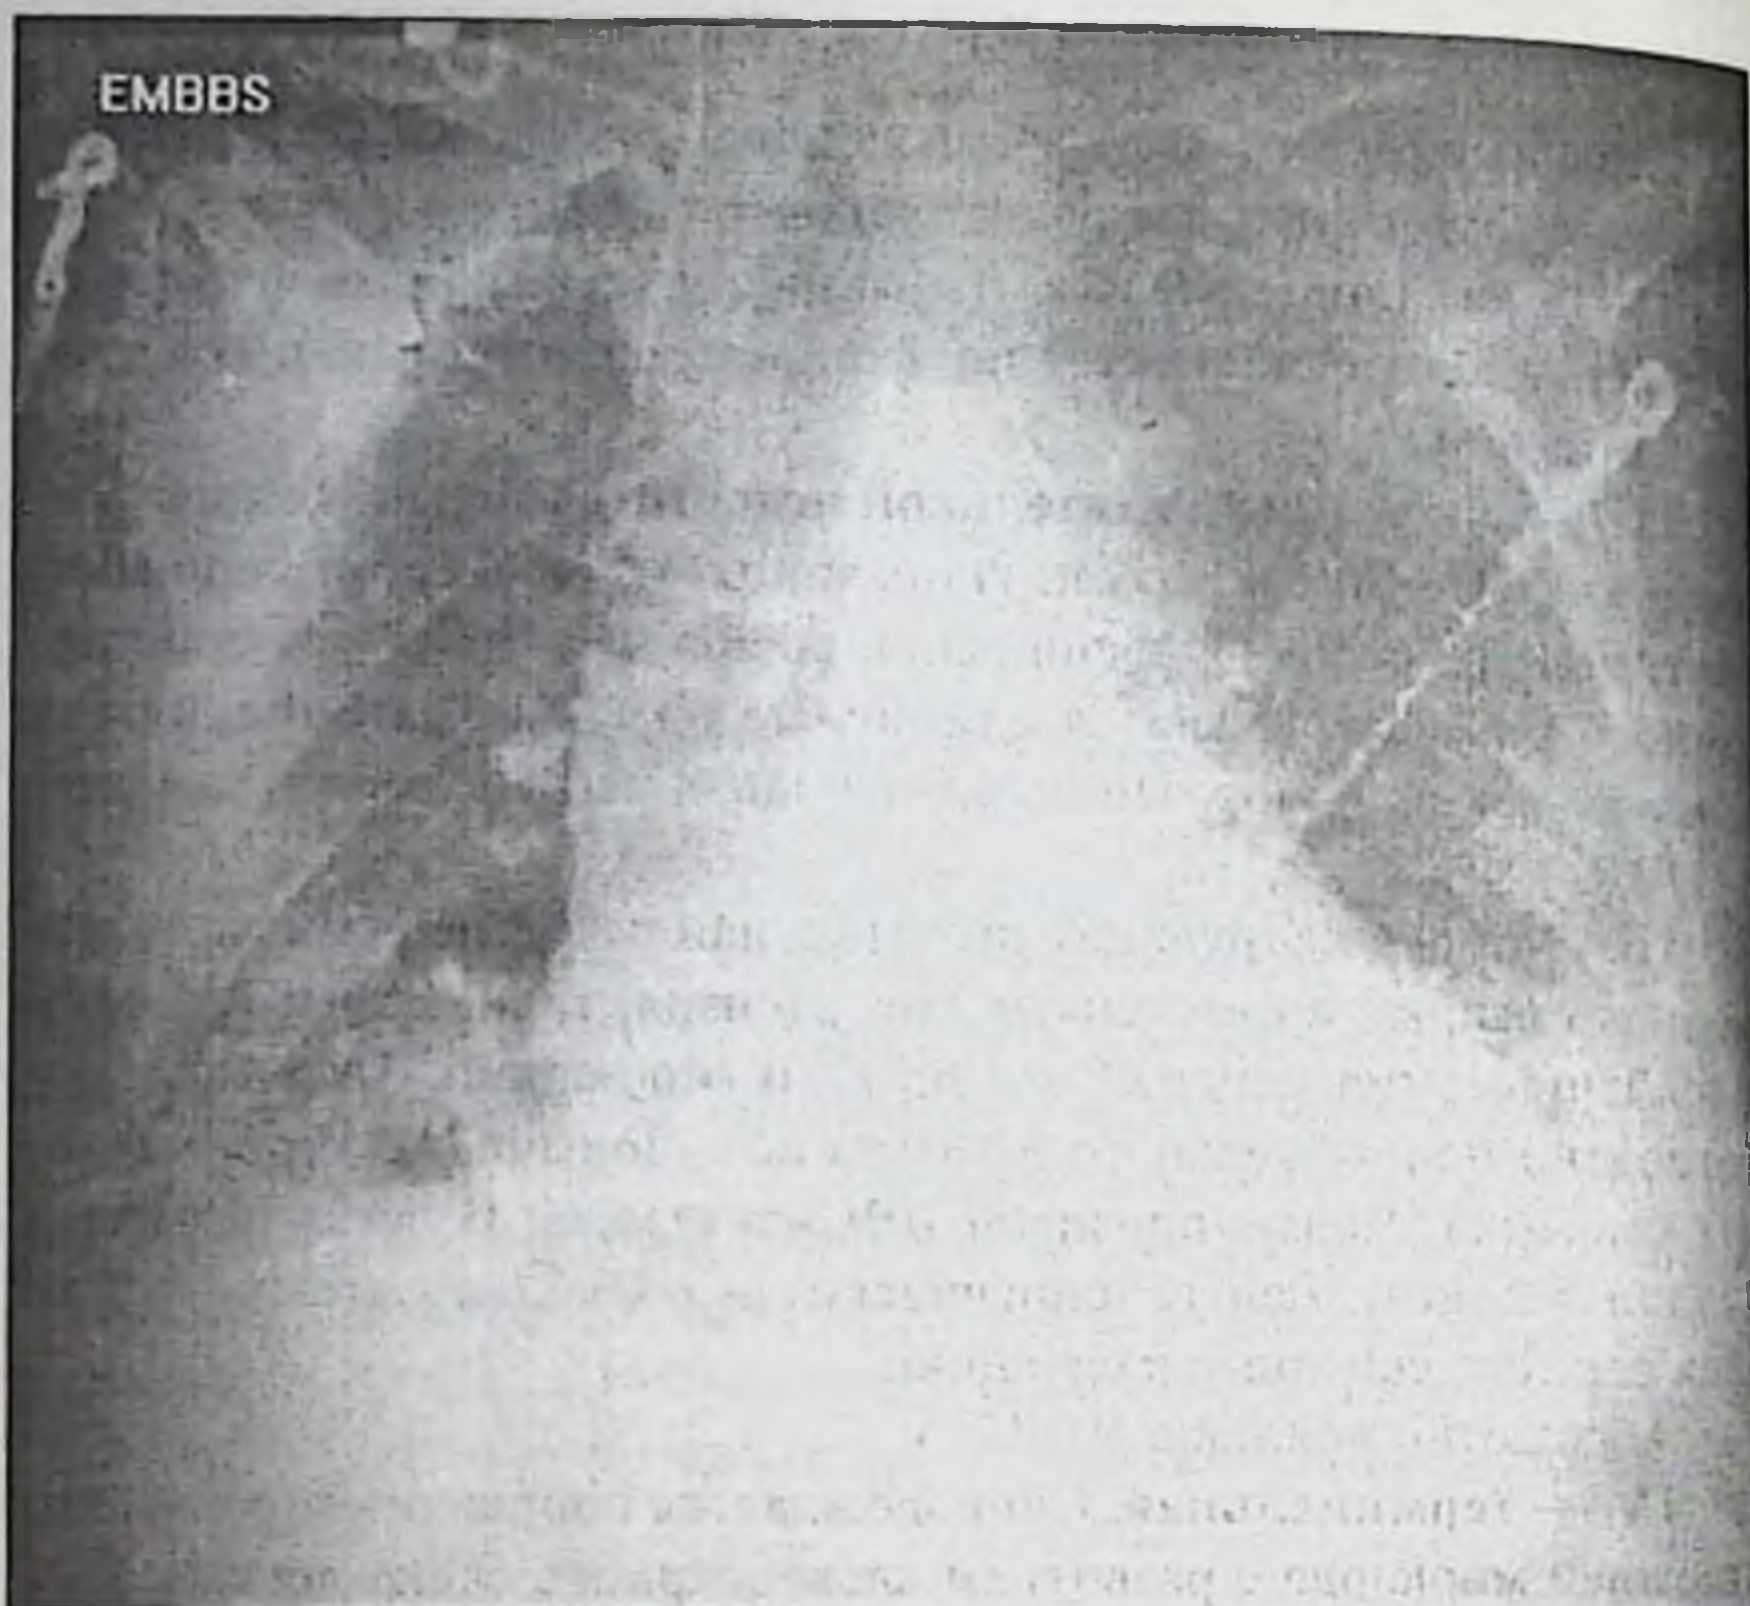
Рентгенологическая картина отёка легких.
